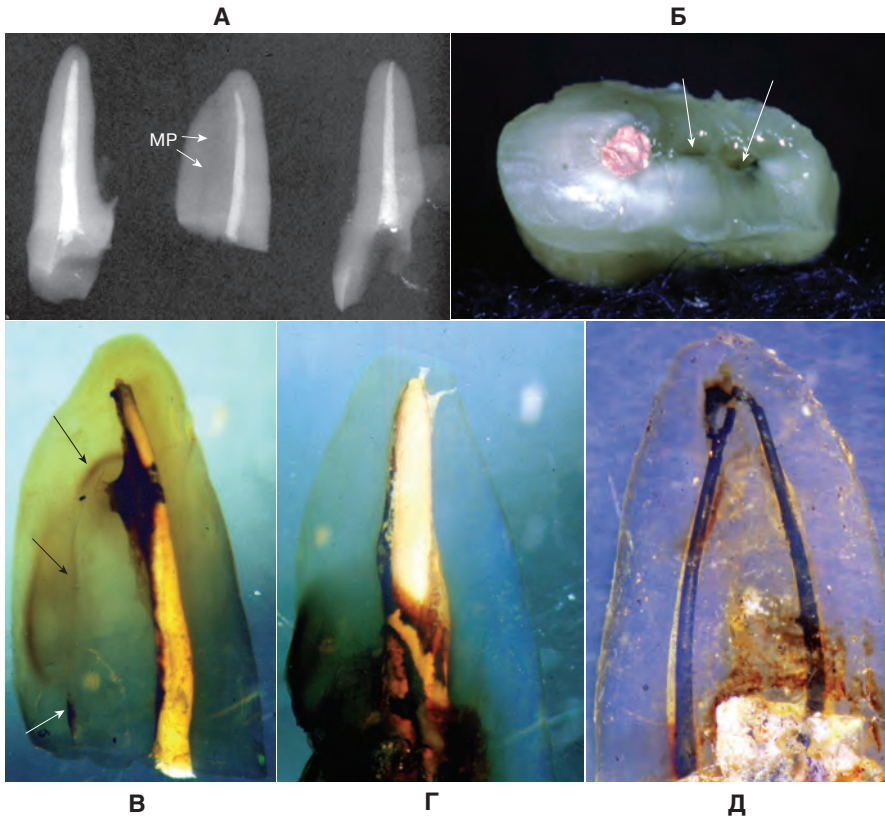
А. Рентгенограммы трех корней верхнего моляра, удаленного после длительного существования симптомов патологии. Зуб распилен, и корни удалены по отдельности. Отмечается приемлемое качество obturации каналов, а также дополнительный канал (MP – мезиально-нёбный), который не был найден. Б. На распиле коронковой части мезиально-щечного корня определяется неочищенное пространство канала (стрелки). В. После просветления корней видны значительные участки микроподтекания в мезиально-щечном корне в области неочищенного канала (стрелки), а также мезиально-нёбного канала. Г. Даже в нёбном корне после просветления отмечается сильное микроподтекание. Д. Коррозия серебряных штифтов в результате коронкового микроподтекания в премоляре.
